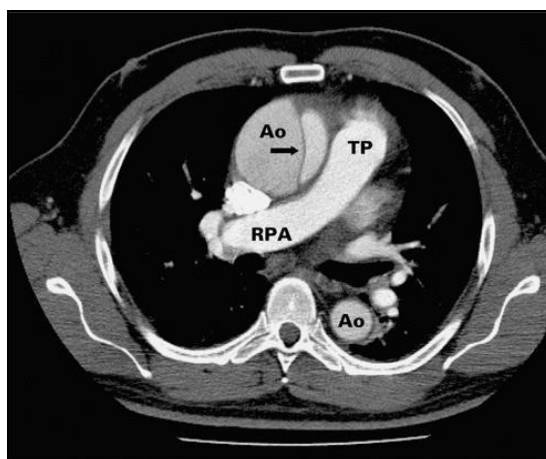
Computertomographischer Schnitt durch den menschlichen Thorax.³⁶
